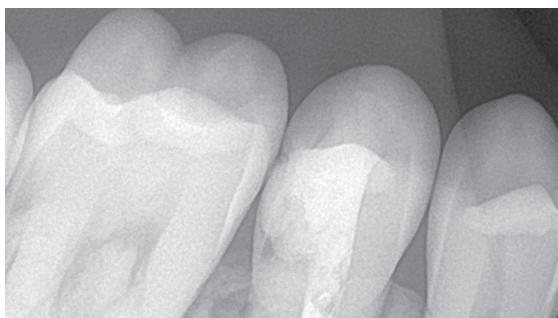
Radiografie retroalveolară pretatament
